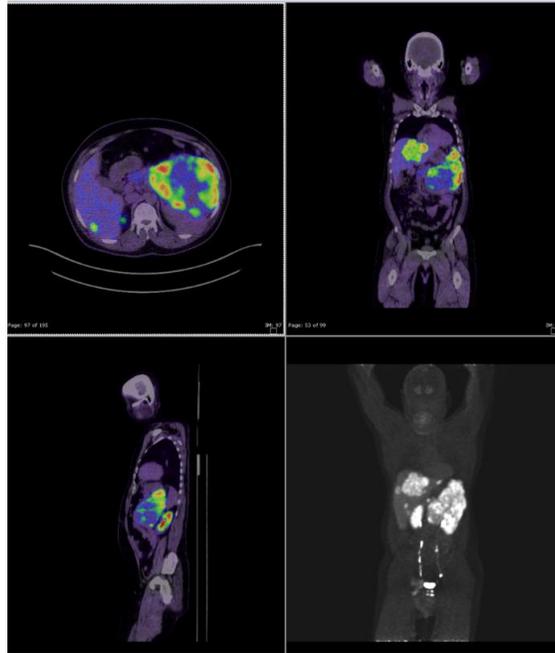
PET CT. Focos del tumor primario y la localización de las metástasis, permitiendo una mejor clasificación TNM.
